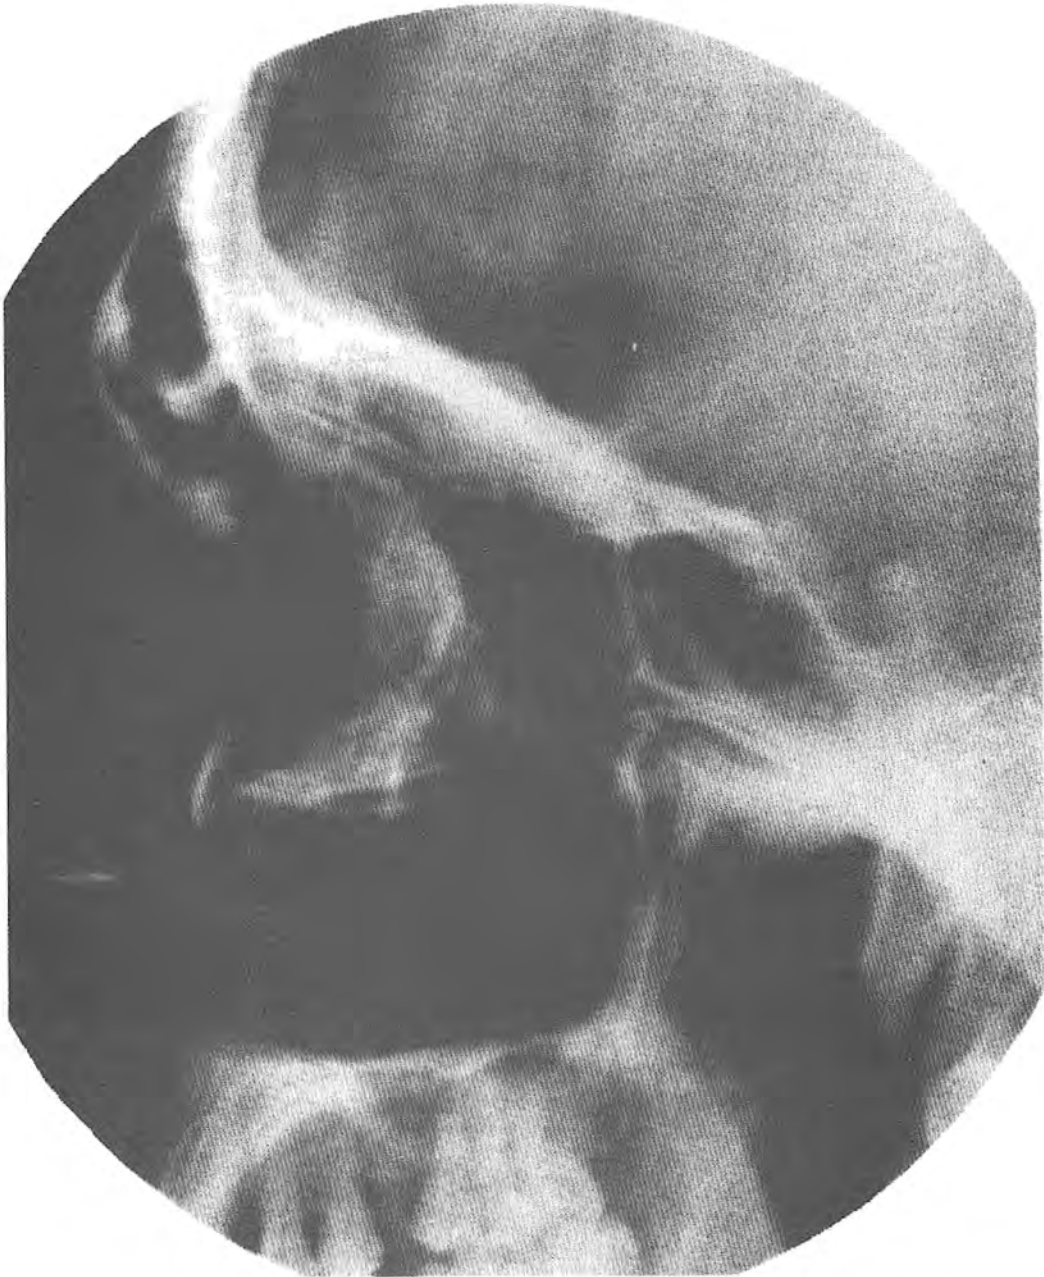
Lateral radiograph of the skull for the paranasal sinuses.
